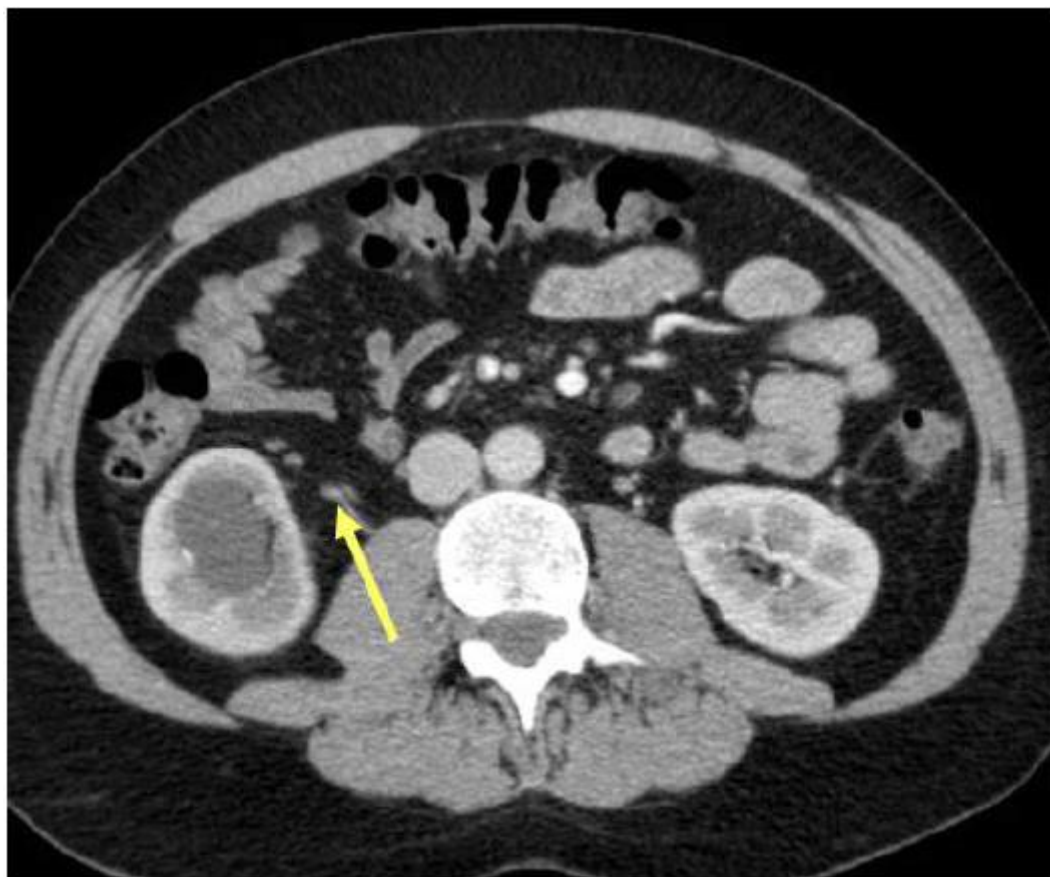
TDM abdominale en coupe axiale, temps veineux. (41) Mise en évidence d'un uretère fin (flèche)
